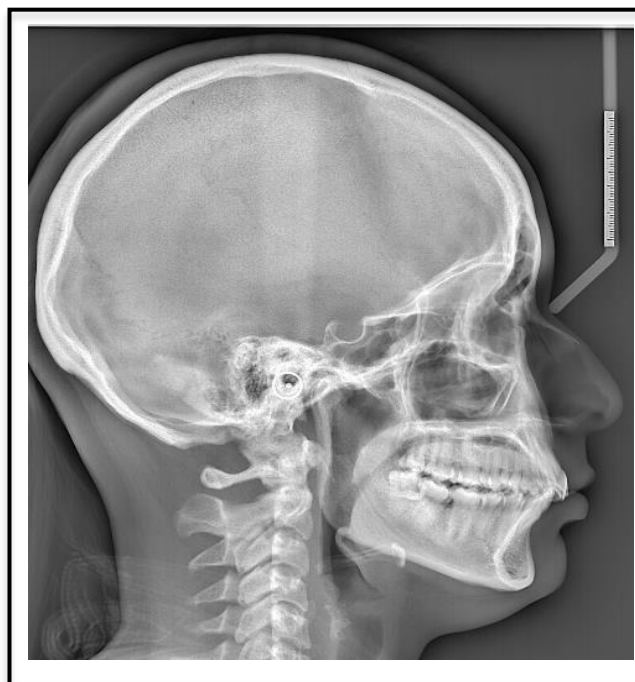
Radiografía Panorámica Inicial*Figura 6*Radiografía Cefalométrica Inicial*
